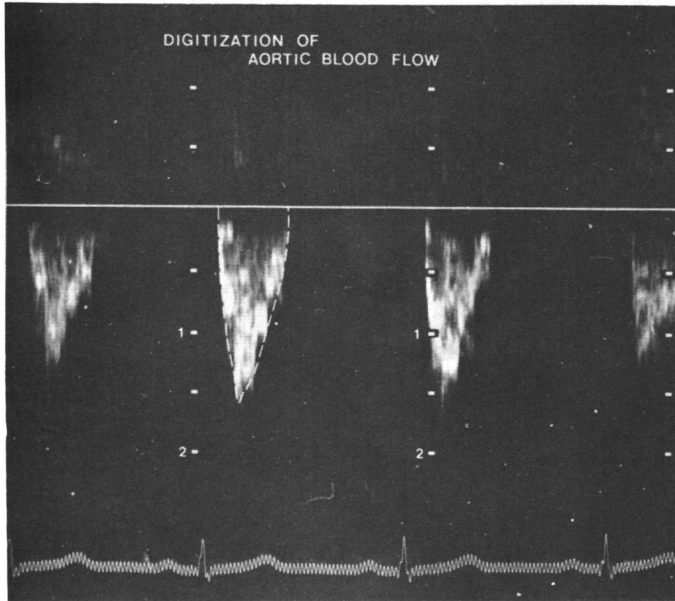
Apical five chamber view of aorta. Velocity of systolic aortic blood flow is displayed away from transducer. Dashed lines indicate area under curve integrated.
